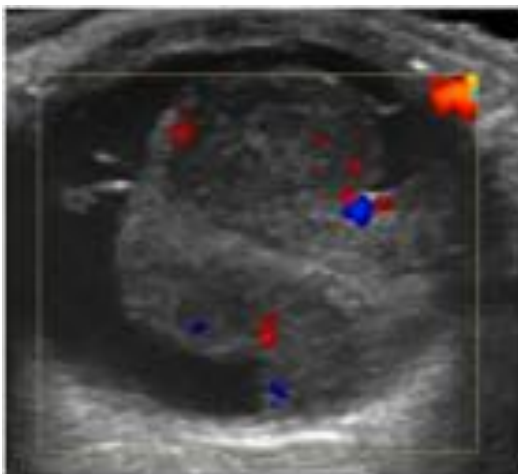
Ecografia de la imagen anterior. Masa con morfologia " en hongo" , hipovascular, compatible con melanoma.
